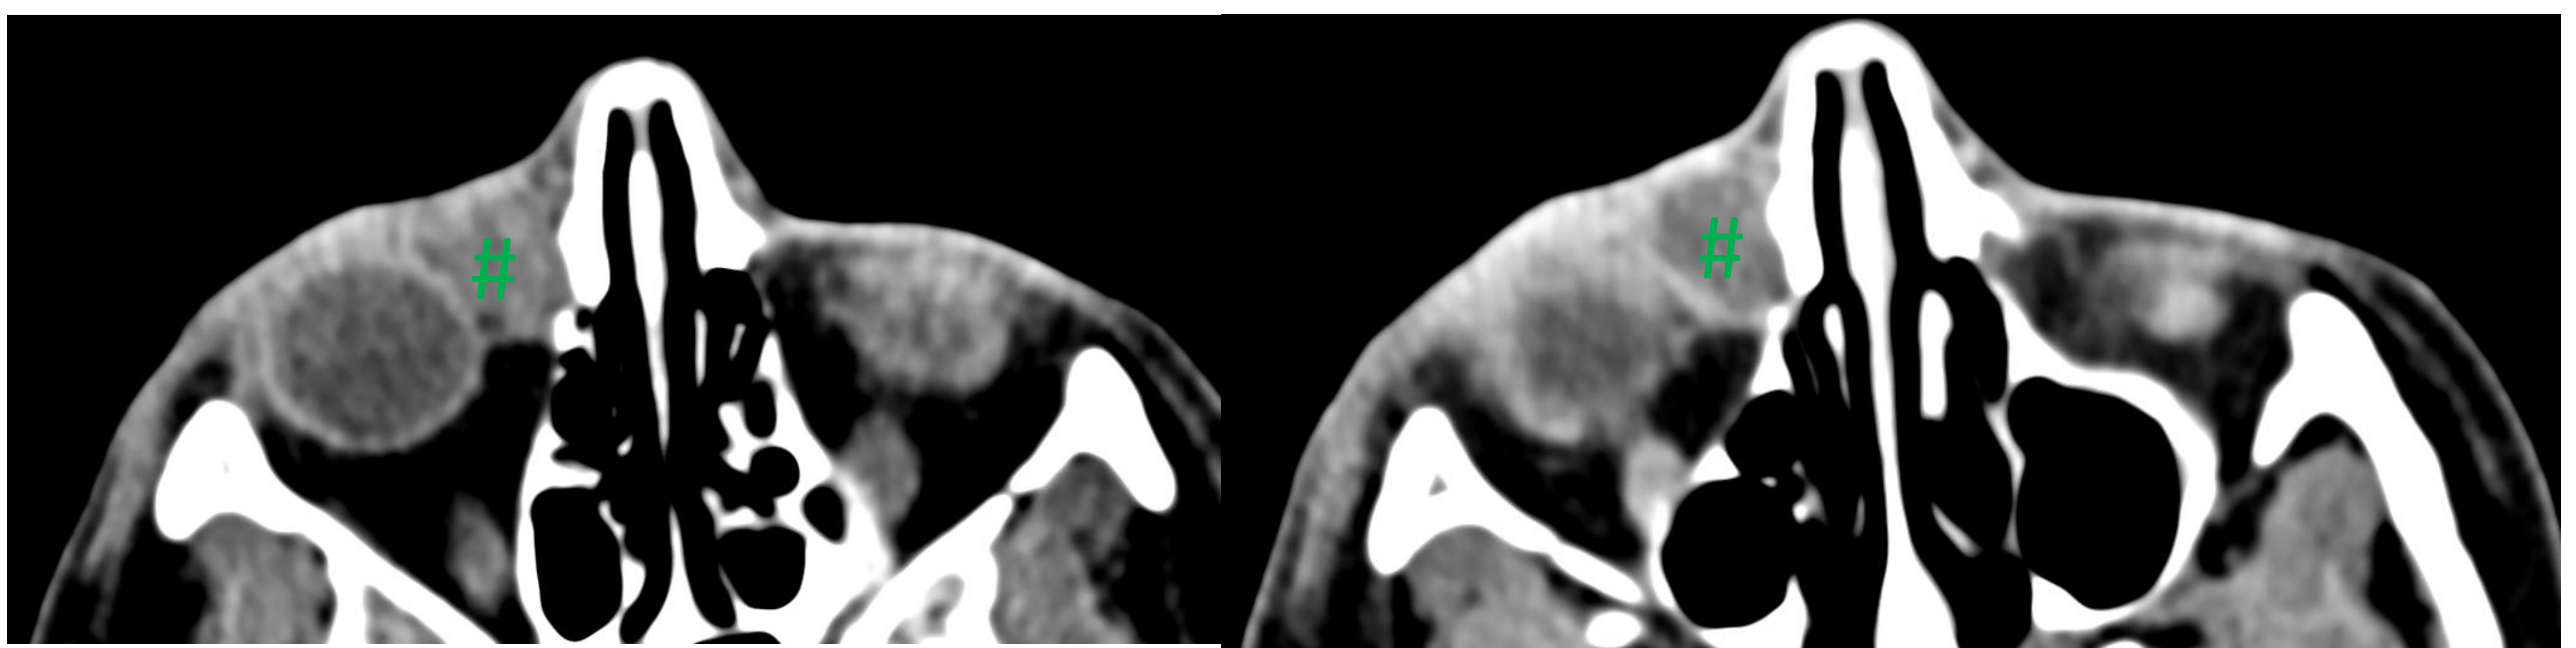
TC craneal sin y con contraste que muestra imagen ovalada (#) que ocupa el conducto nasolacrimal derecho, sugestivo de corresponder a un dacriocistocele.
